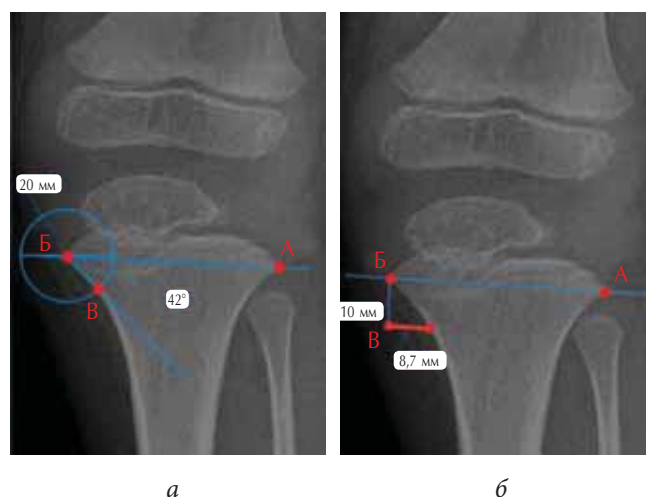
Схемы расчета предложенных показателей на рентгенограммах коленного сустава в прямой проекции: а — расчет угла эпиметафизарного перехода; б — расчет индекса эпиметафизарного перехода
